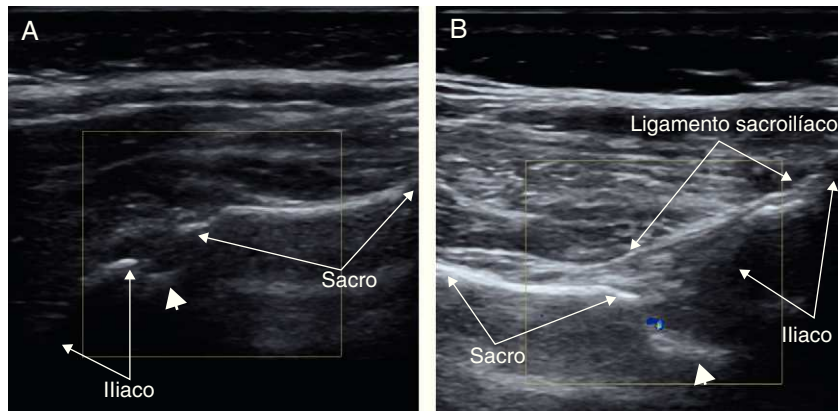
Ecografía de las articulaciones sacroilíacas. A) Corte transversal, región caudal distal al segundo agujero sacro, señal Doppler ausente. B) Corte transversal, porción cefálica próxima al primer agujero sacro, señal Doppler presente. Las flechas indican los contornos del hueso sacro e ilíaco, la cabeza de flecha señala la articulación.
